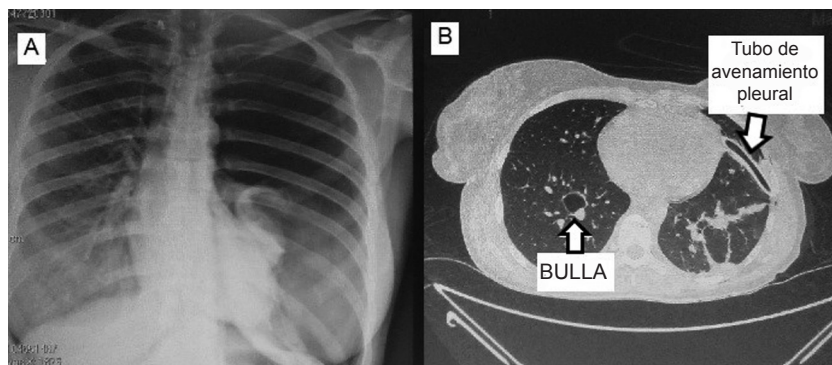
Radiografía de neumotórax izquierdo grado 3 visto con proyección anteroposterior (A). Tomografía computada con neumotórax izquierdo drenado (B).
